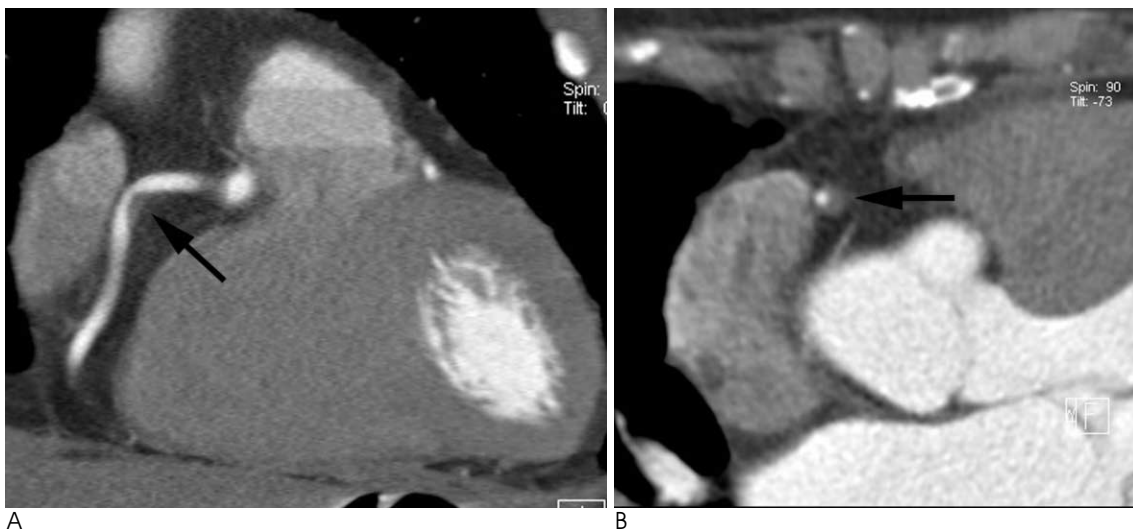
A 63-year-old woman with hypertension and diabetes mellitus who underwent coronary CT angiography for screening. A, B. Longitudinal (A) and cross-sectional (B) multiplanar reconstruction image of the middle right coronary artery show severe stenosis due to noncalcified plaque (arrows).
